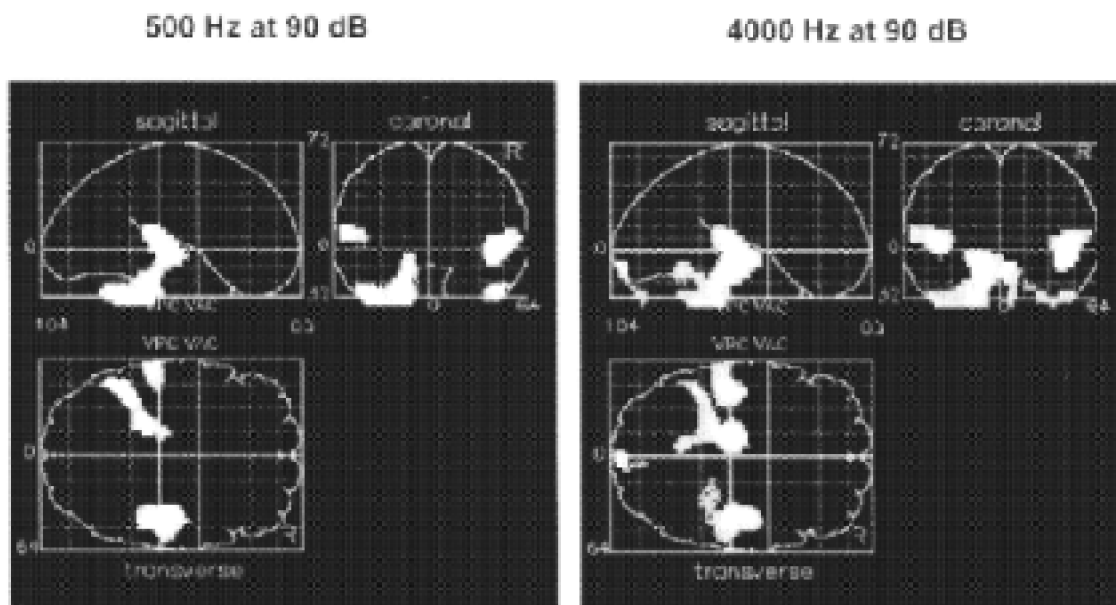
Aires corticales activées par une stimulation de 500 Hz et une stimulation de 4000 Hz enregistrées à partir d'une technique de Tomographie par Emission de Positron (TEP).
